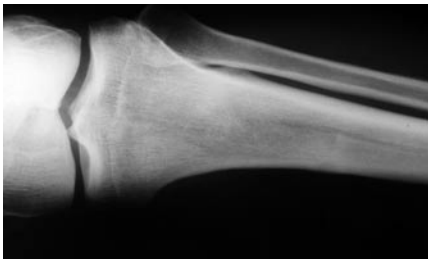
Рентгенограмма большеберцовой кости спустя 6 мес, костный дефект практически не определяется
